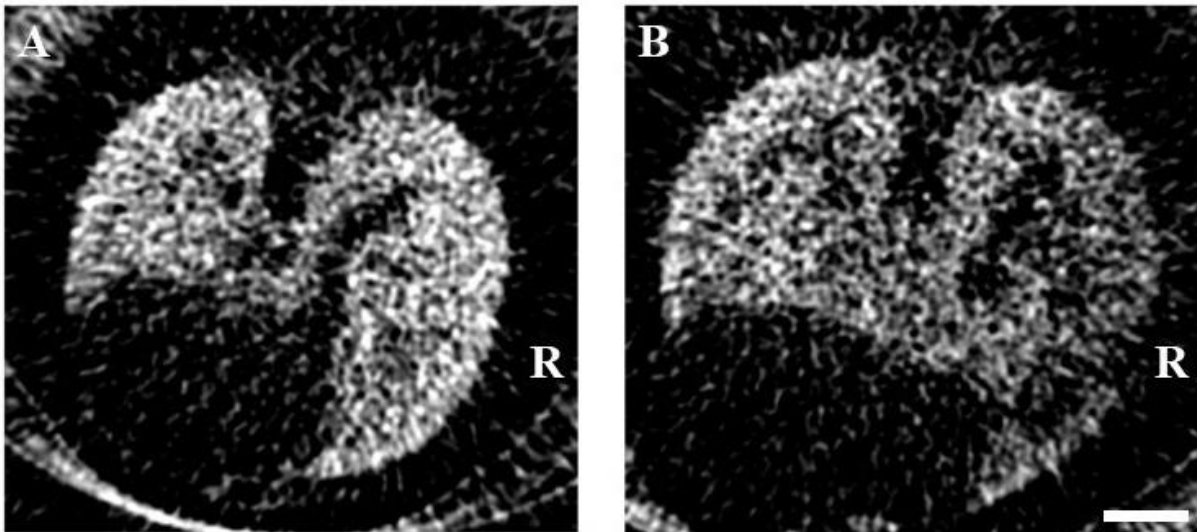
Vergleich der Dunkelfeldtomographien einer mit 20 Gy an der unteren rechten Lunge bestrahlten Maus unmittelbar vor (A) und 24 Wochen nach (B) der Bestrahlung. Die vor der Bestrahlung durchgeführte Tomographie zeigt beide Lungen mit einem Dunkelfeldsignal von gleichmäßiger Stärke ohne Signalabbrüche. Nach 24 Wochen ist am lateralen Rand der rechten Lunge ein deutlicher Signalabbruch erkennbar. Auch die gesamte rechte Lunge stellt sich im Vergleich mit der linken Lunge mit einer herabgesetzten Signalstärke dar. (Längensbalken: 5mm)
